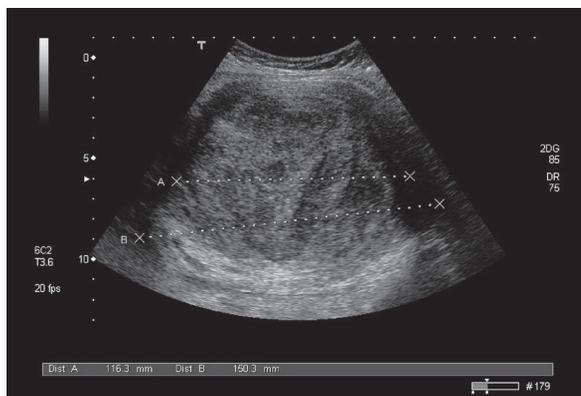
Ультразвуковая томограмма больной Д. с диагнозом ЛМС, выполненная трансвагинальным доступом в поперечной плоскости
